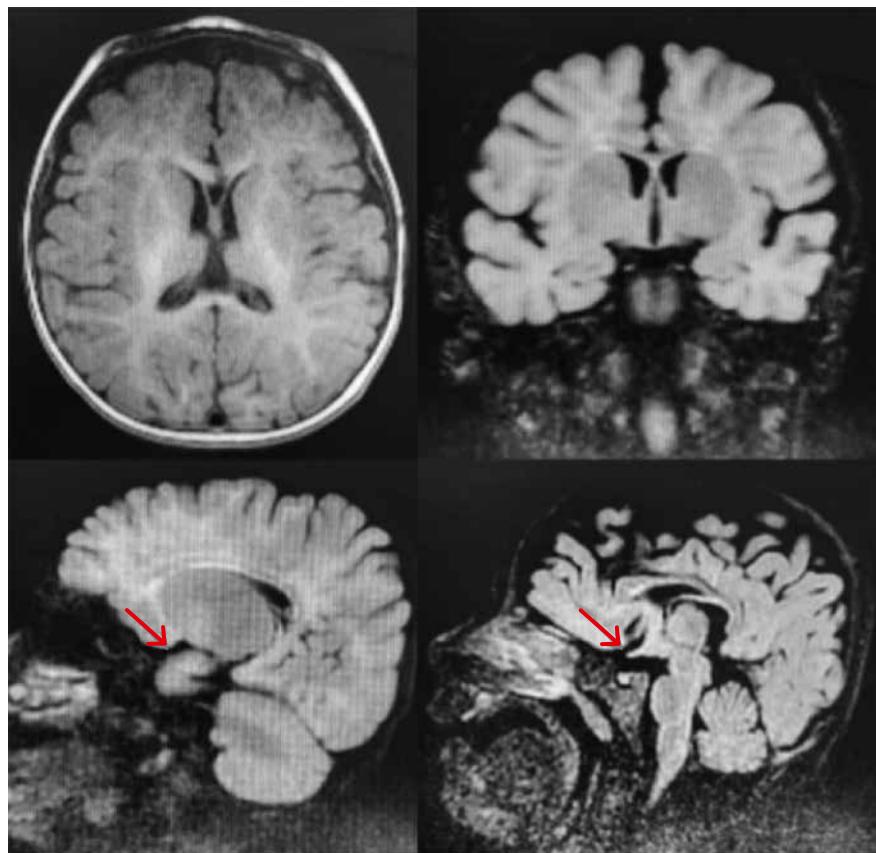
МРТ головного мозга пациента К. (11 мес.). Киста кармана Ратке
